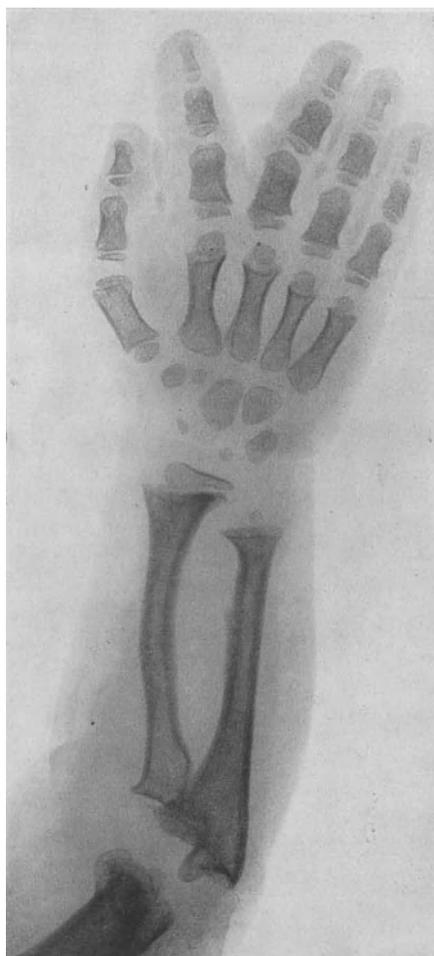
Typische Chondrodystrophie. Röntgen: Vorderarm
